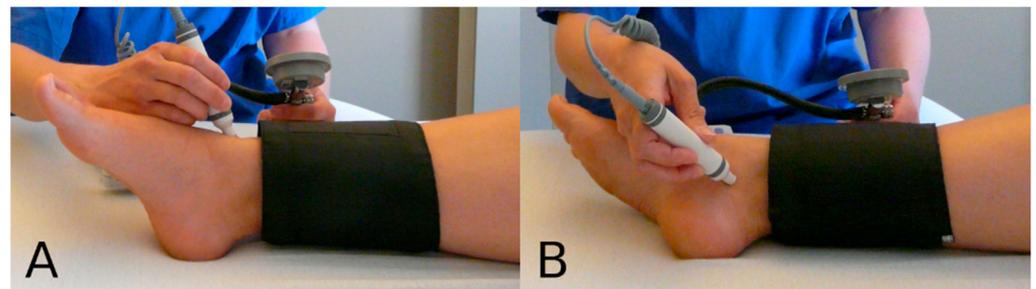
Ankle pressure measurement with a Doppler probe: anterior tibial (A) and posterior tibial (B) arteries.
